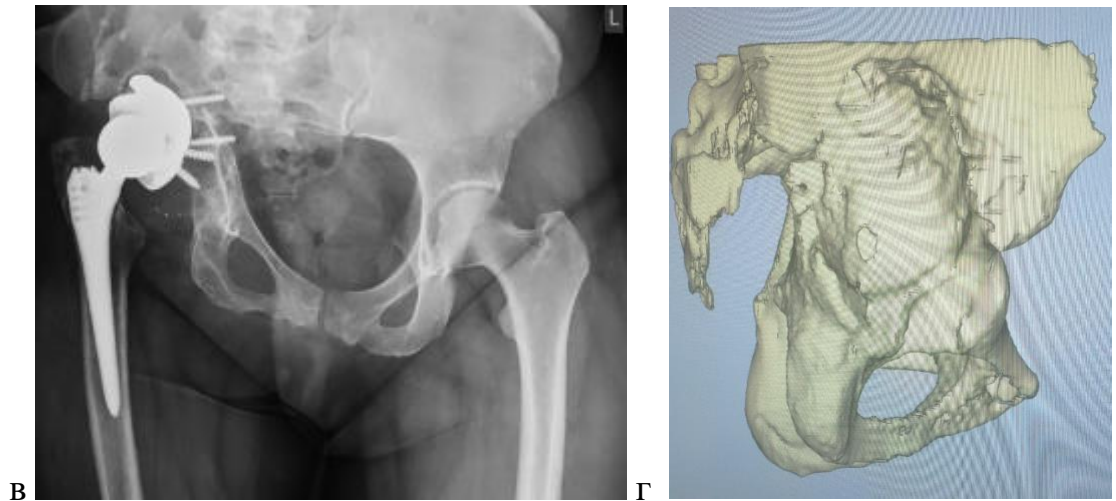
Рг. пациентки К, 42 лет. а) до операции б) сразу после хирургического лечения в) через 9 мес. после операции. г) трехмерная визуализация (ретроспективно) до операции. Больная поступила в клинику с признаками асептического расшатывания ацетабулярного компонента и дефектами костной ткани типа 3А по классификации W.Parrosky. Выполнена ревизионная операция с заменой вертлужного компонента на ацетабулярный компонент из трабекулярного металла с пластикой крыши вертлужной впадины аугментом также из трабекулярного металла и дополнительной фиксацией значительным количеством винтов. Через 9 мес. вновь появились боли в области оперированного сустава и на контрольных рентгенограммах выявлено расшатывание ацетабулярного компонента с его миграцией. Необычным является тот факт, что даже специализированное инновационное танталовое покрытие не позволило возникнуть адекватной остеоинтеграции. В данной ситуации имелась очевидная недооценка сложности анатомических изменений, а именно пренебрежением или неправильной интерпретацией ограниченности или неограниченности типа костного дефекта по классификации A.Gross/K.Saleh, что и не позволило создать адекватную точку опоры на ацетабулярный компонент, даже с применением аугмента.
